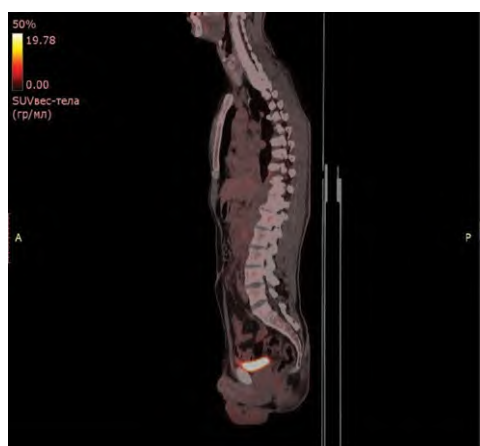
ПЭТ/КТ после 6 курсов G-CHOP
